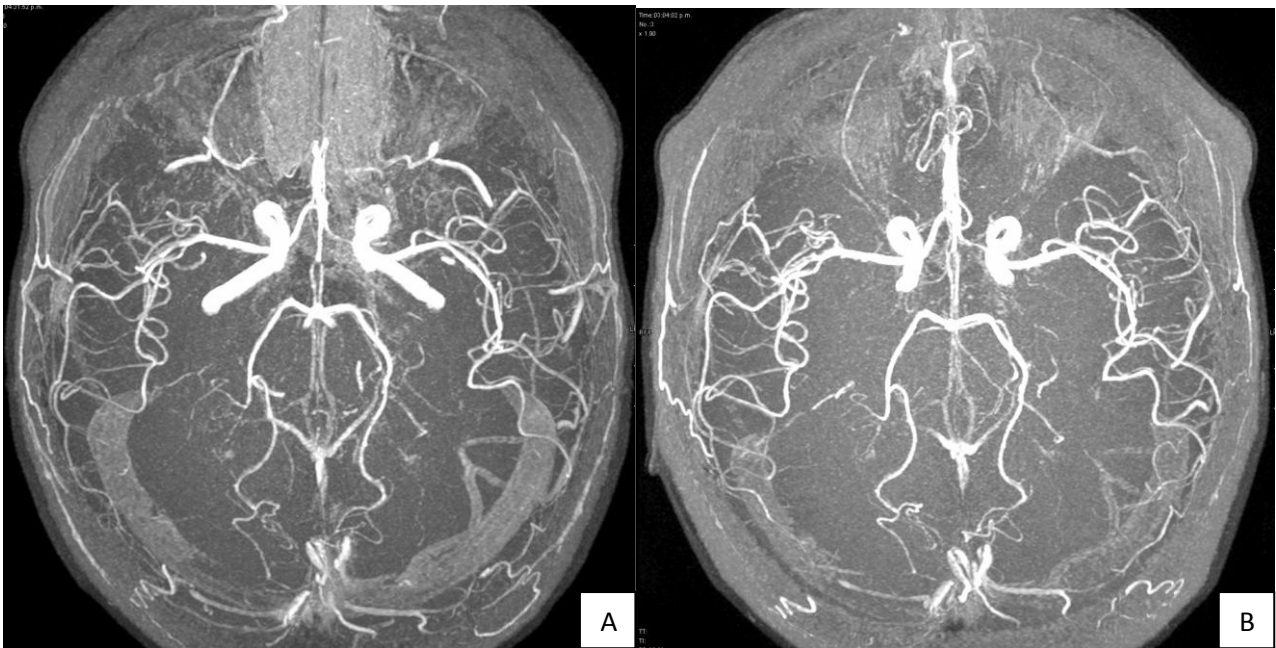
A Angiorresonancia al diagnóstico con disminución de calibre en circulación posterior.
